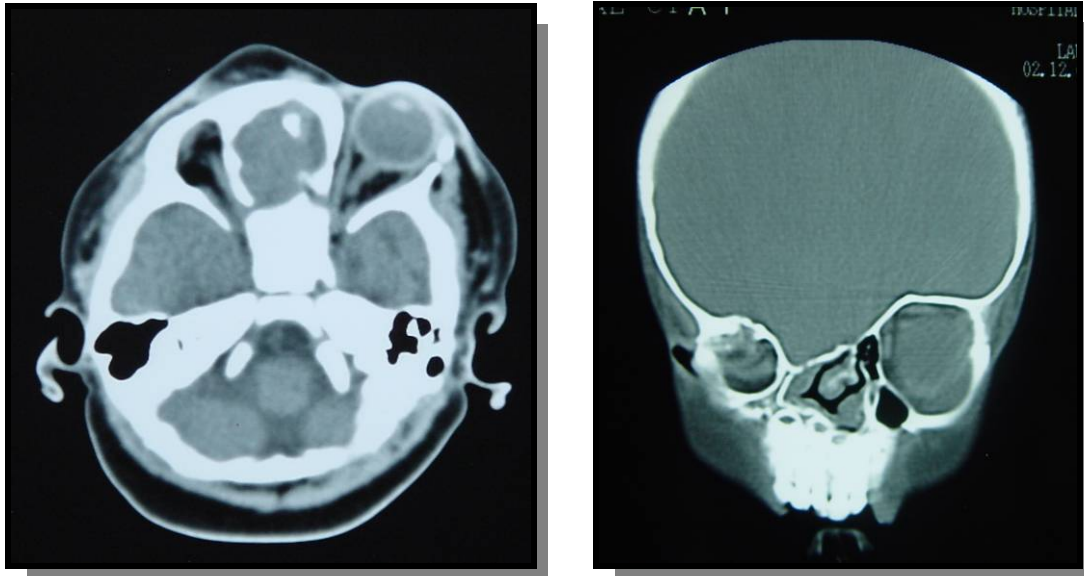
TC de órbita mostrando globo ocular direito ausente.
